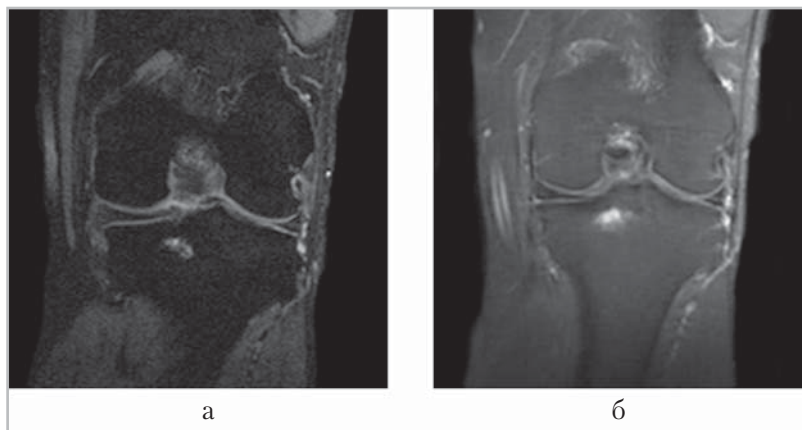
Магнитно-резонансные томограммы правого коленного сустава пациента с подагрическим артритом, давность заболевания 6 лет: *a* — T2-ВИ с погашением сигнала от жира; в эпифизе правой большеберцовой кости визуализируется гиперинтенсивный тофус, с четкими неровными контурами; *б* — постконтрастные T1-ВИ с погашением сигнала от жира; тофус в эпифизе правой большеберцовой кости интенсивно накапливает контрастное вещество
